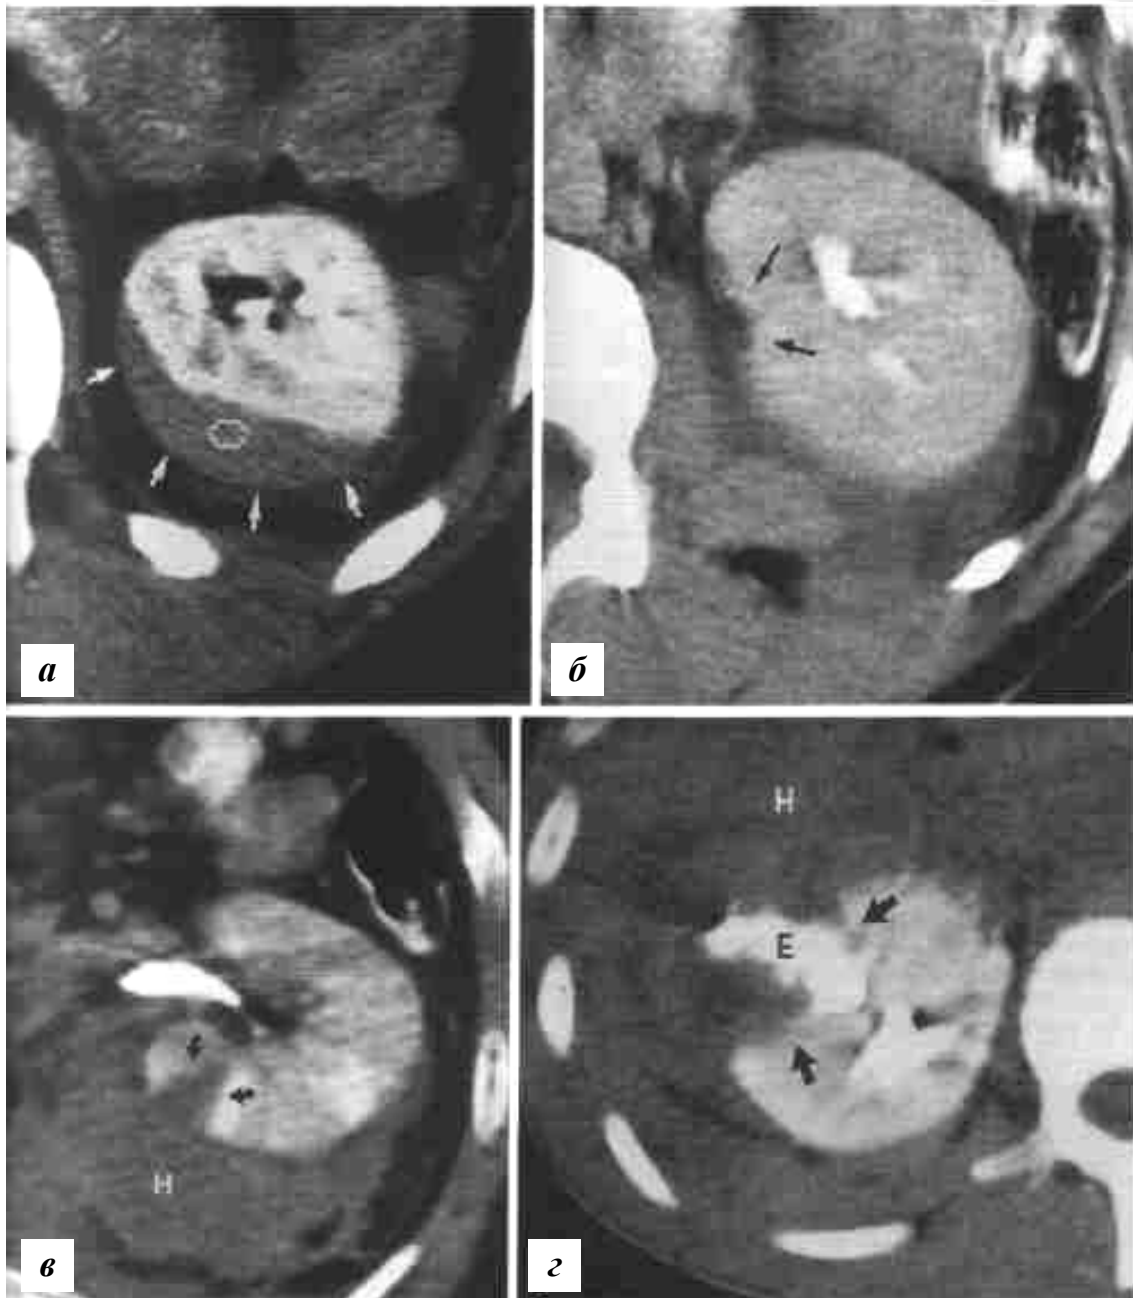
Различные степени повреждения почки по результатам компьютерной томографии: а — II ст.; б-в — III ст.; г — IV ст.
